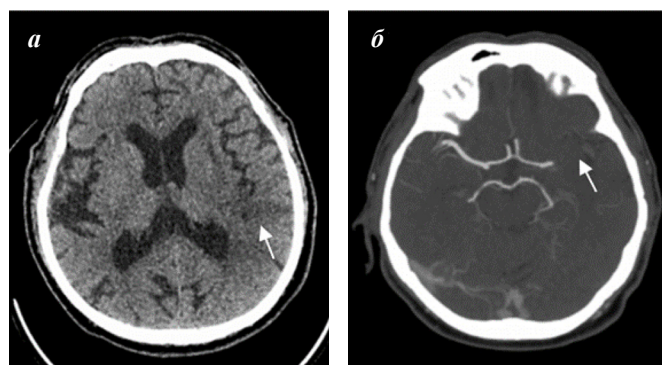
КТ головного мозга пациента Б.: а – признаки ишемических изменений левой височно-теменной области на нативных изображениях (стрелка): зона пониженной плотности без четких контуров, сглаженность борозд, б – окклюзия М1-2 сегмента левой СМА (стрелка) на КТ-ангиографии
